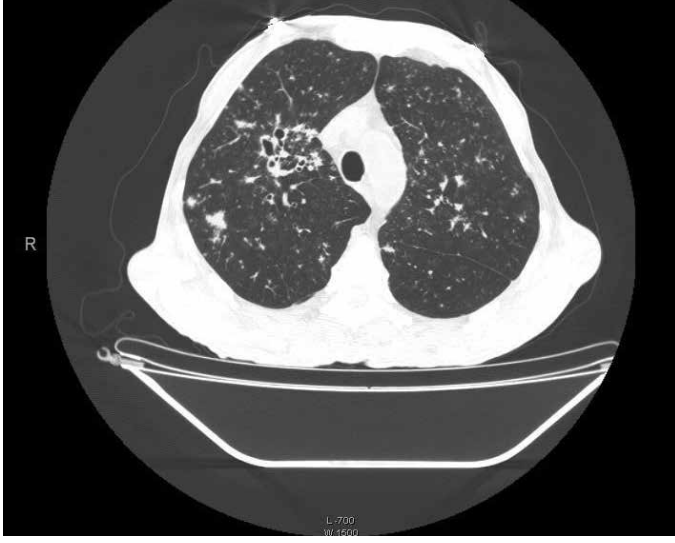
a, b. Hastanın bilgisayarlı toraks tomografisinde bilateral üst lob ağırlıklı dağınık yerleşimli ve düzensiz sınırlı nodüler lezyonlar görülmekte. Bilateral alt loblar ise üst loblara göre kısmen korunmuş görünümde.
